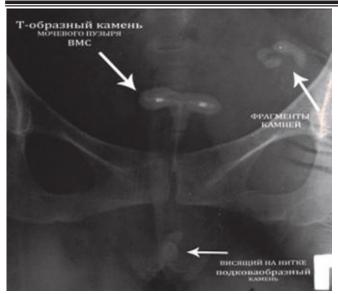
Рентгенограмма мочевого пузыря, Т-образный конкремент мочевого пузыря с фрагментами ВМС.
